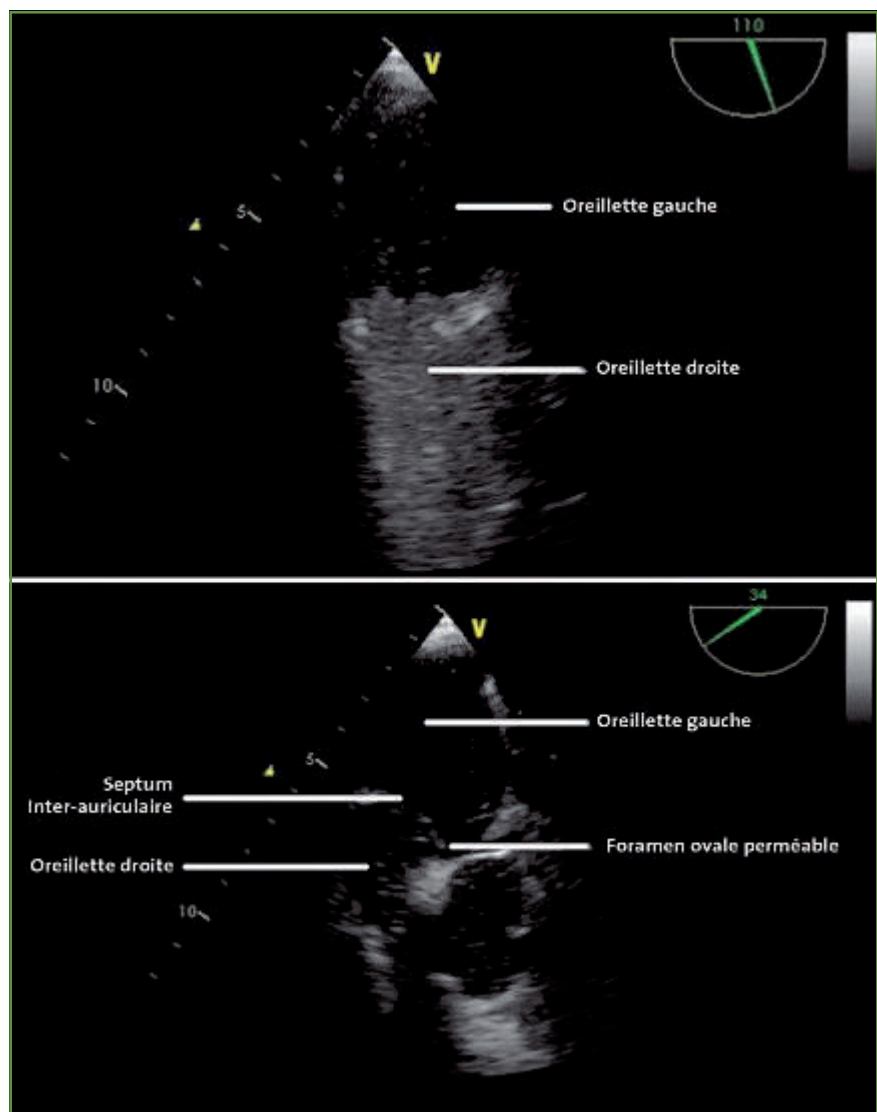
Échocardiographie transœsophagienne avec épreuve de contraste montrant la perméabilité du foramen ovale.
